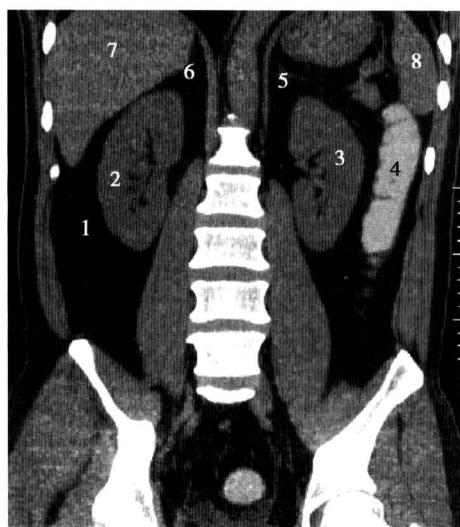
腹膜后椎体层面冠状 CT 图像
